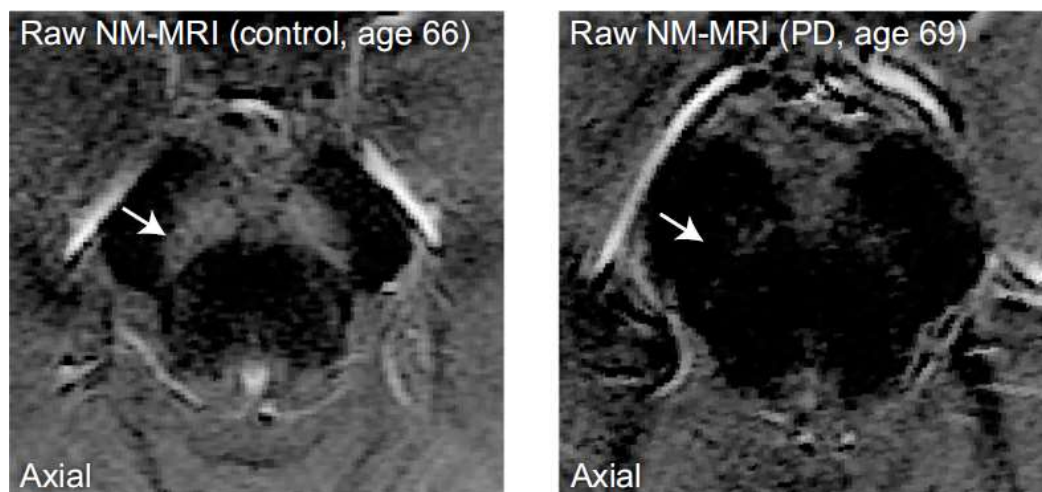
Imagens RM da Substância Nigra, setas brancas indicam as alterações de sinal da neuromelanina, imagem paciente controlo (Esquerda) e paciente com DP (Direita). (Schwarz et al., 2011, Trujillo et al., 2017)
